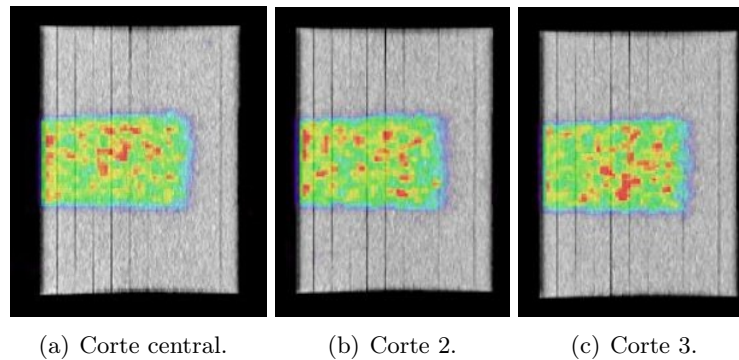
Distintos cortes de imagen PET reconstruida de los datos experimentales (vista sagital) en color, sobre imagen de CT (escala de grises).
